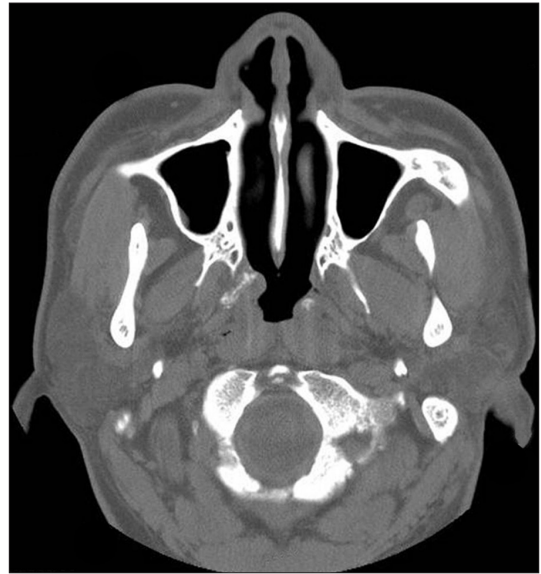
Preoperative axial CT scan showing non-enhanced, poorly-circumscribed masses with irregular calcification at both Eustachian tubes.
